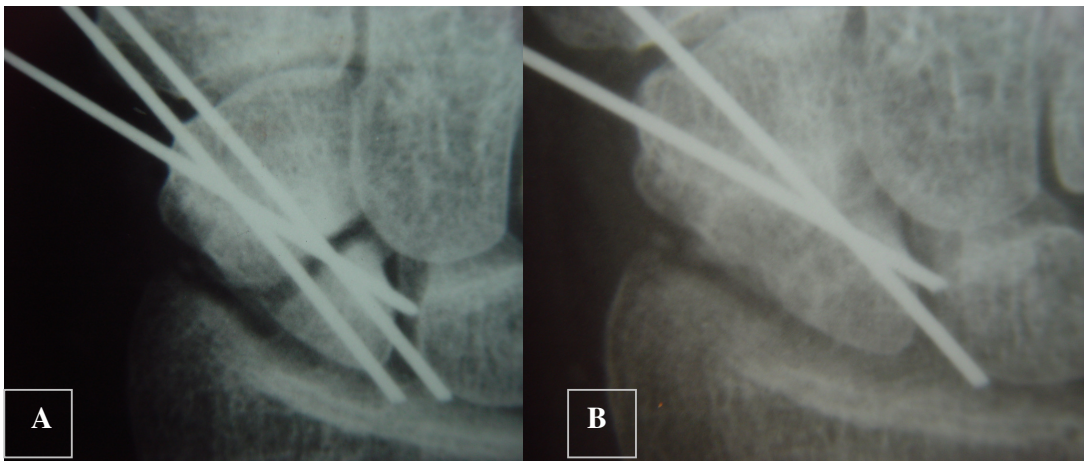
A) RADIOGRAFIA NO 2º PÓS-OPERATÓRIO B) RADIOGRAFIA APÓS 5 SEMANAS
